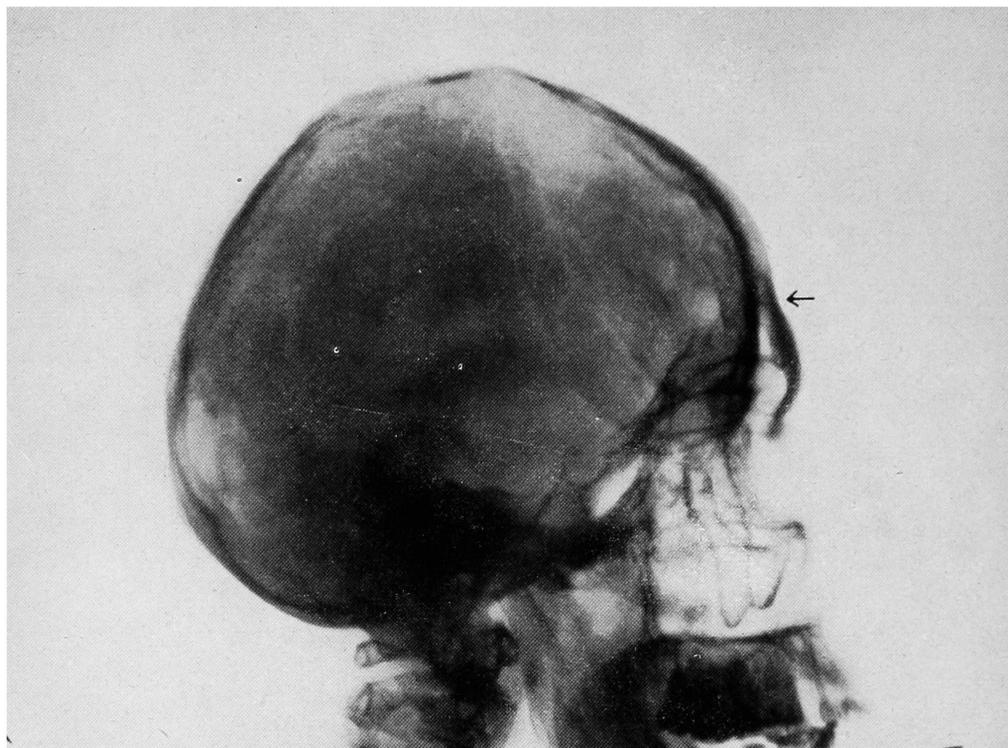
Radiographie du crâne d'Alfred A
